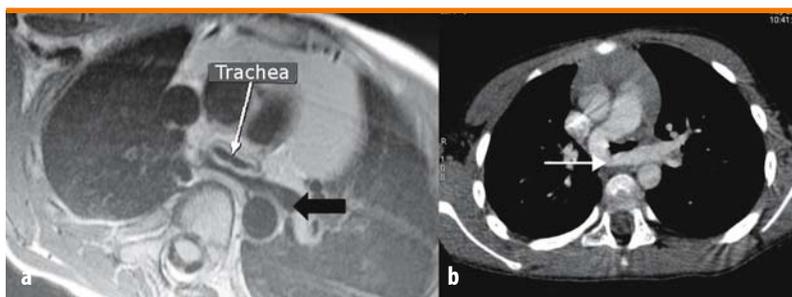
a, b. Sling arteria polmonare sinistra. Stesso caso della Figura 14. (a) RMN scansione assiale che evidenzia la trachea malacica compressa dall'arteria polmonare sinistra (*freccia nera*). (b) Stesso caso in scansione assiale TC. Ricostruzione angiografica dell'arteria polmonare sinistra (*freccia bianca*). Caso personale
